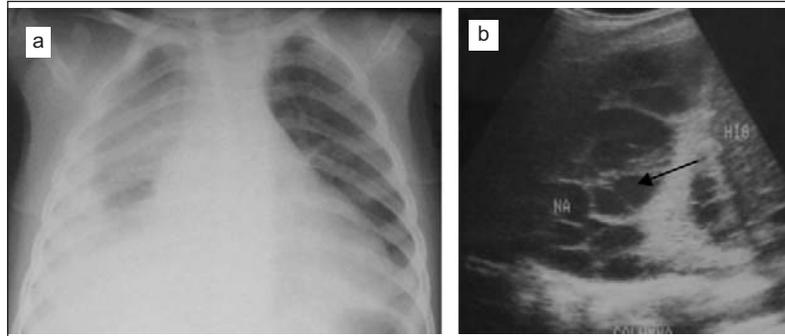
a. Radiografía de tórax. Paciente con un peso corporal mayor a los 10 kg y una efusión paraneumónica mayor a los 10 mm de espesor a nivel del quinto espacio intercostal. b. Ultrasonografía pleural. Mismo paciente con derrame que presenta múltiples tabicaciones (flecha).
